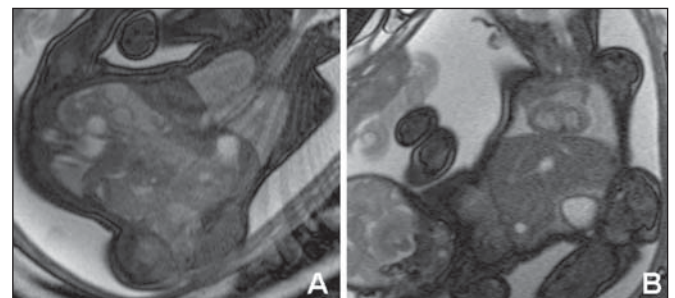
RM fetal ponderada em T2 mostrando o gêmeo *dicephalus tetrabrachius-dipus*. O feto à direita apresenta uma hérnia diafragmática esquerda, identificando-se as estruturas mediastinais (coração e grandes vasos) e hipoplasia pulmonar (A). Visualiza-se também fusão hepática (B).
